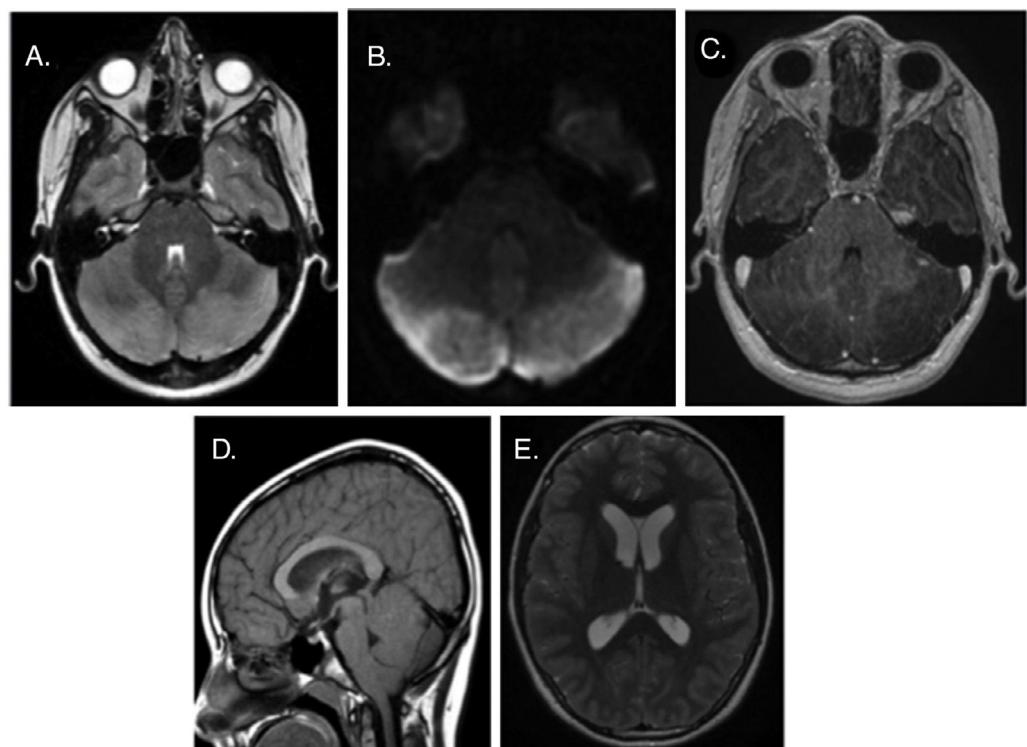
RM cerebral. (A) Imagen transversal ponderada en T2 con hiperintensidad y edema de ambos hemisferios cerebelosos. (B) Restricción generalizada en la imagen de difusión. (C) Imagen transversal ponderada en T1, donde no se observa realce con gadolinio. (D) Corte sagital ponderado en T1 con impronta amigdalar en agujero magno, desplazamiento anterior del tronco y discreta compresión caudal del acueducto de Silvio y del 4.^º ventrículo. (E) Dilatación ventricular supratentorial secundaria.
